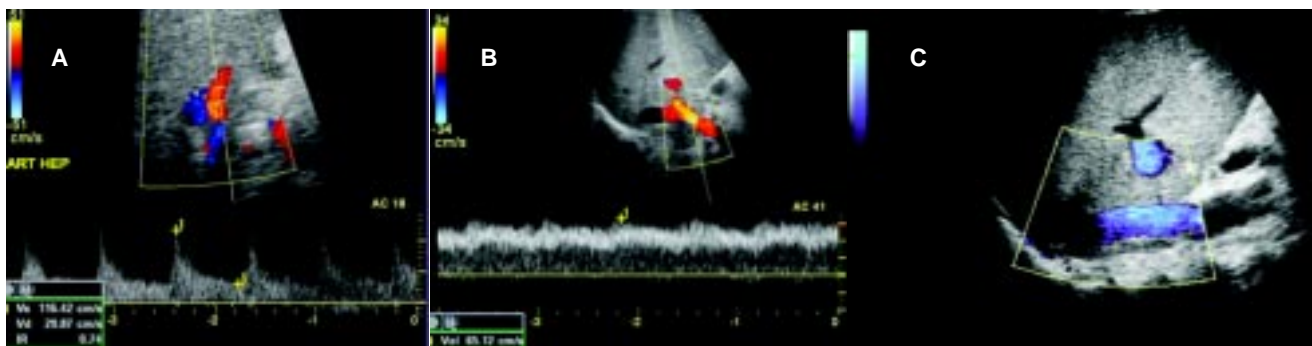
Evaluación Doppler color y poder de injerto hepático. A) Arteria hepática, B) Vena porta, C) Vena cava inferior.
